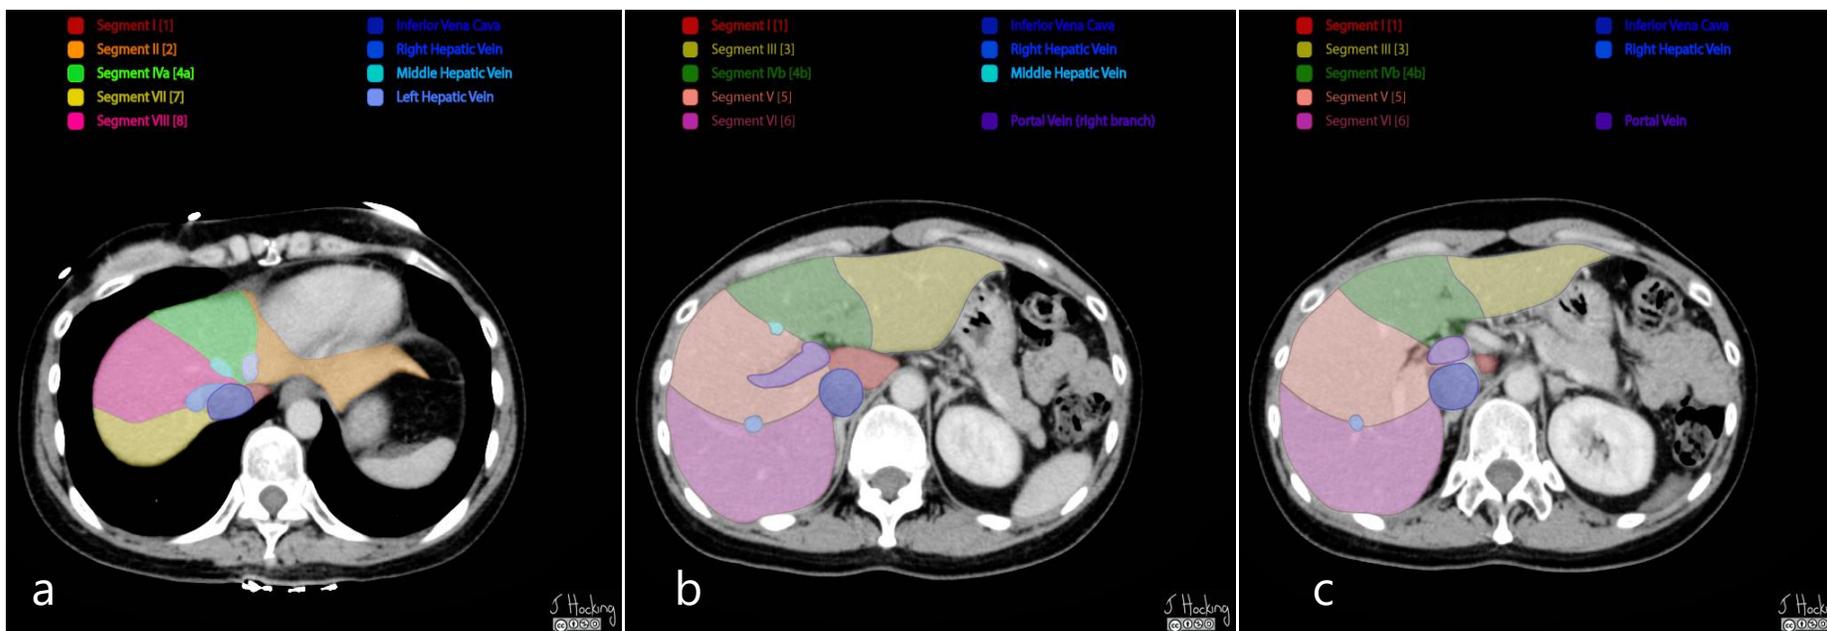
Segmentos do fígado visualizados em três imagens axiais de TC (a, b e c). Caso cortesia de Jeffrey Hocking, Radiopaedia.org, rID: 45972
